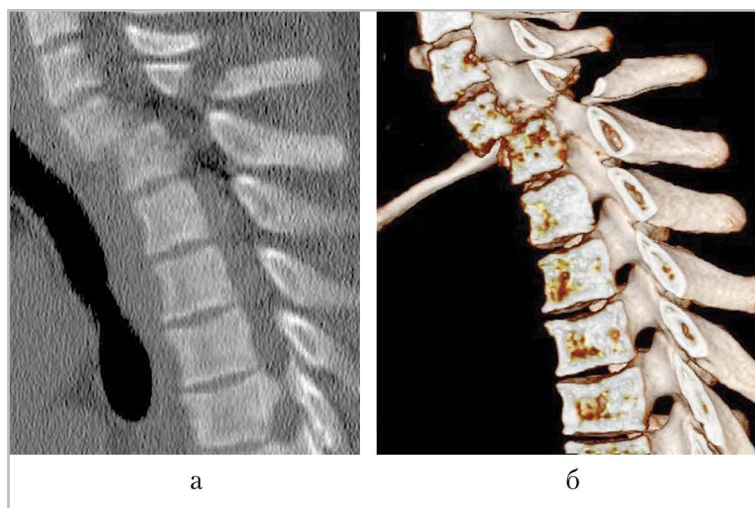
КТ-изображения: а — сагиттальная томограмма: тело С7 позвонка смещено кпереди на 1/2 его переднезаднего размера. Перелом основания остистого отростка этого же позвонка; б — объемная реконструкция демонстрирует флексионно-дислокационный перелом С7 позвонка и отсутствие костных отломков в просвете позвоночного канала
